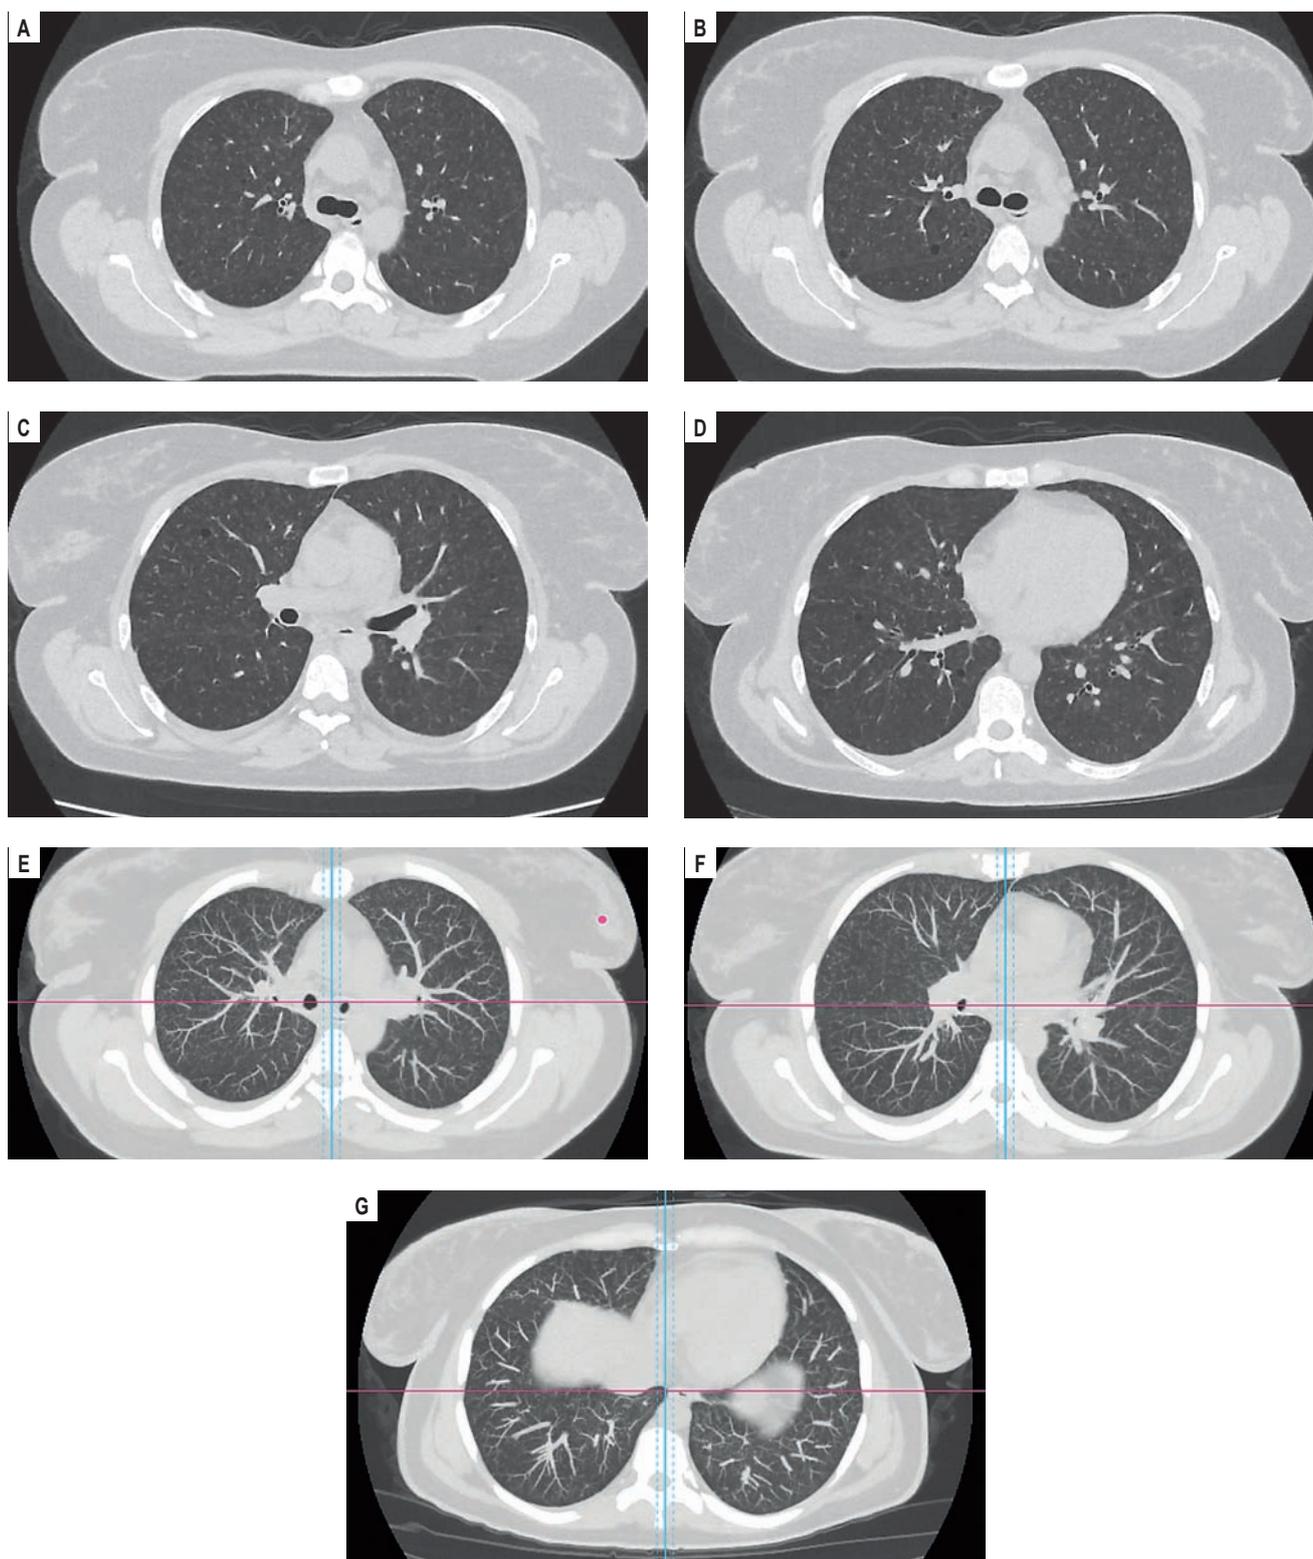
Нативная компьютерная томограмма легких. Легочное окно. А–Г – мелкосетчатая деформация легочного рисунка с наличием множественных мелких очагов. Двусторонние множественные мелкие кисты в паренхиме легких; Е–Г – сканы в МIP-режиме
